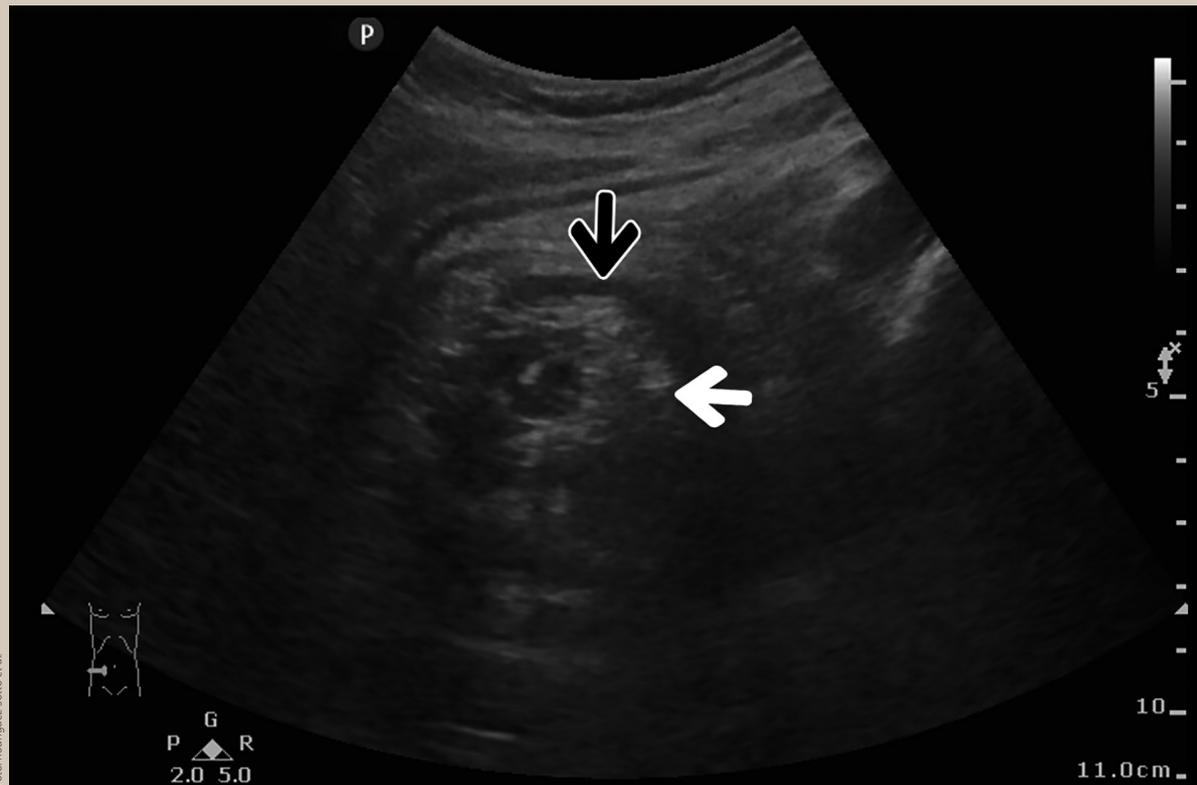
Ultrasonido abdominal en topografía de hipogástrico se identifica una lesión ovoidal, hiperecogénica en su región central (flecha blanca) y un halo hipocogénico periférico (flecha negra) que corresponde al signo de la diana.
